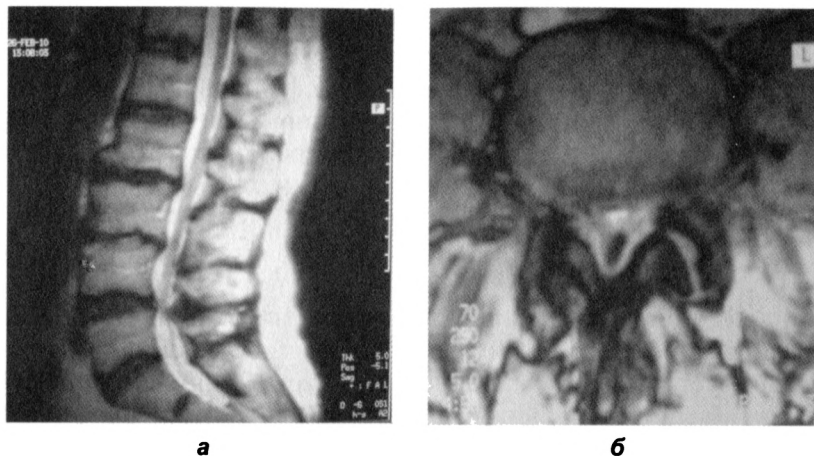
МР-томограммы в сагиттальной (а) и аксиальной (б) проекциях. Диффузные протрузии межпозвоночных дисков $L_{I}-L_{III}$, $L_{V}-S_{I}$ без существенных компрессионных эффектов.
